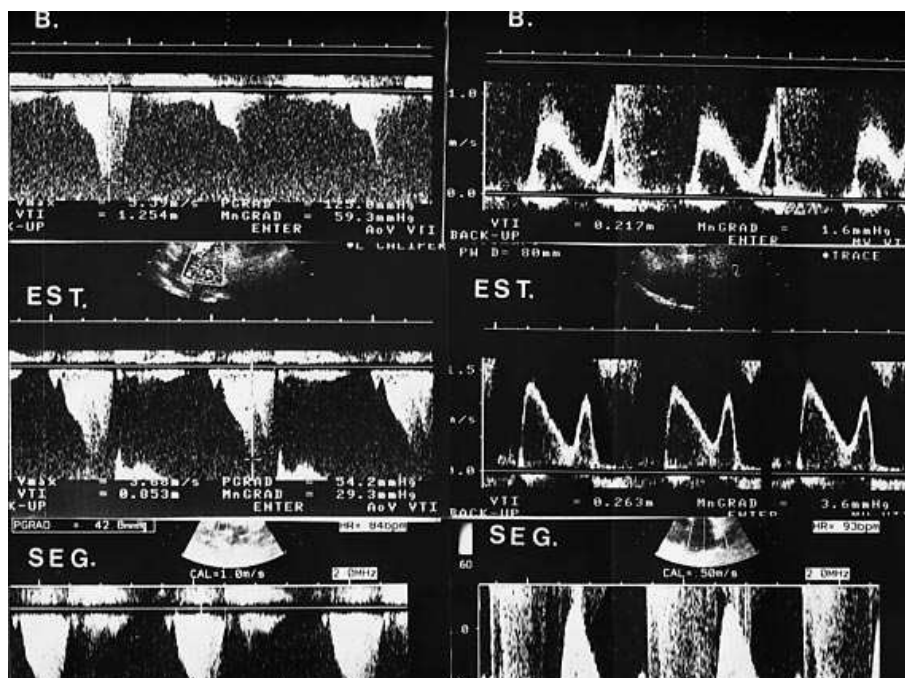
Eco-Doppler. Izqda.: gradiente subaórtico; dcha.: llenado mitral; B: basal; EST: resultado postestimulación; SEG: resultado en el seguimiento a los 6 meses.
